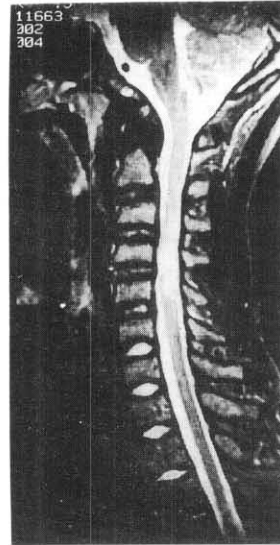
Cervical spine MRI, sagittal view(T2WI): degenerative change of 2nd-3rd, and 4th-5th cervical disc, posterior protrusion of 4th-5th cervical disc, and increased signal at 3rd-4th, and 4th-5th levels of spinal cord.
